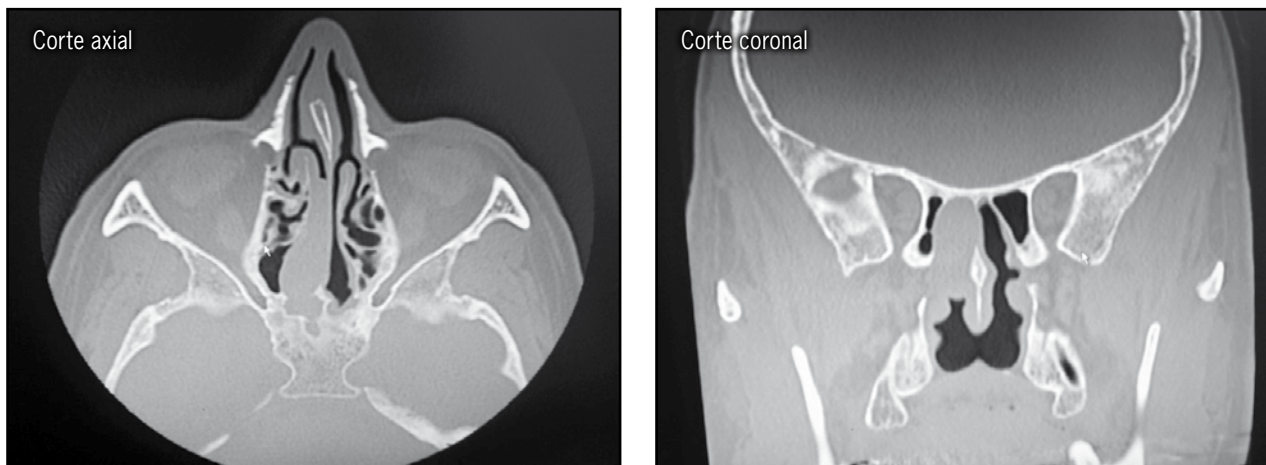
TC de CPN con imagen de masa que compromete región esfenoidal derecha.
